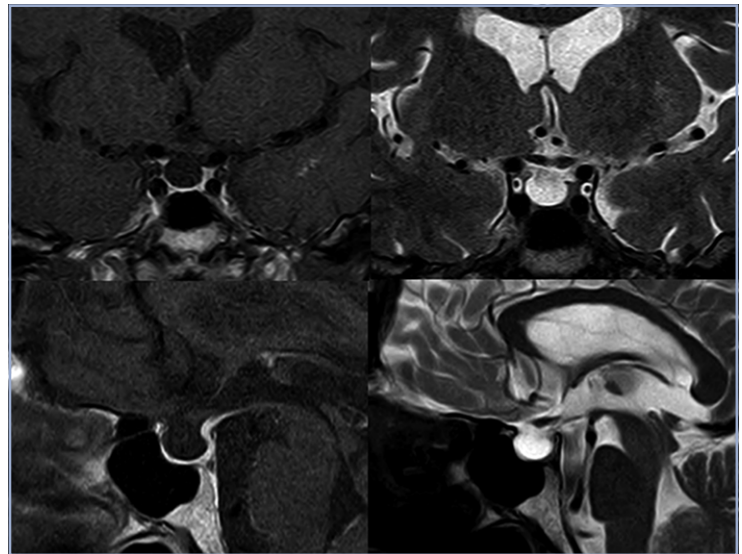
Resonancia magnética de silla turca con gadolinio. Se observa un aracnoidocele sellar grado III con desplazamiento de la glándula hipofisaria hacia el piso sellar, sin nódulos identificables y con tallo hipofisario sin alteraciones.
